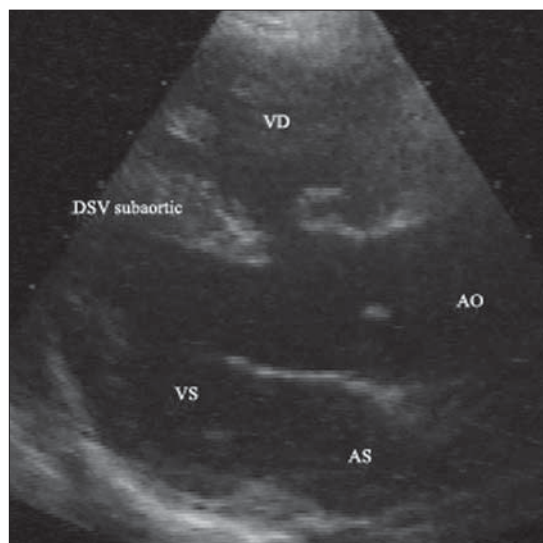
Defect de sept ventricular subaortic. Secțiune parasternală ax lung.
